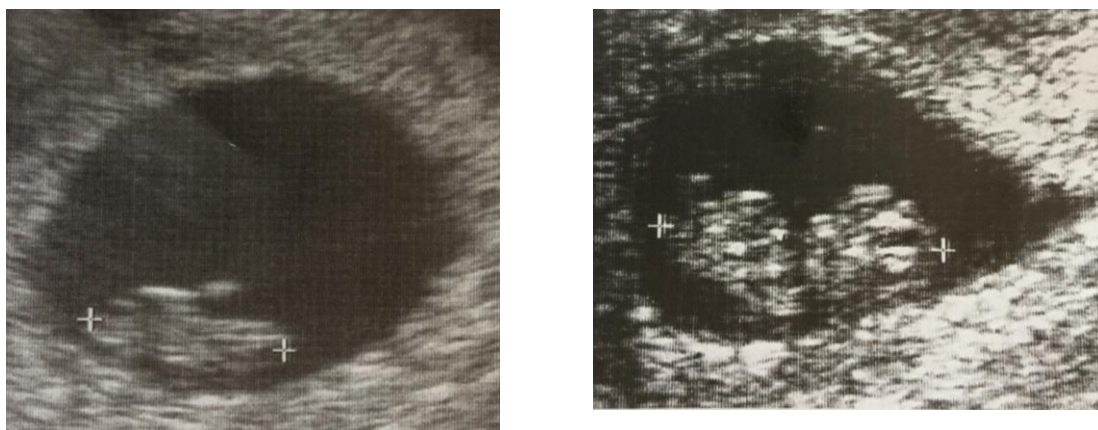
УЗИ в 7 недель 4 дня (КТР 14 мм) и в 8 недель 6 дней (КТР 24 мм)
